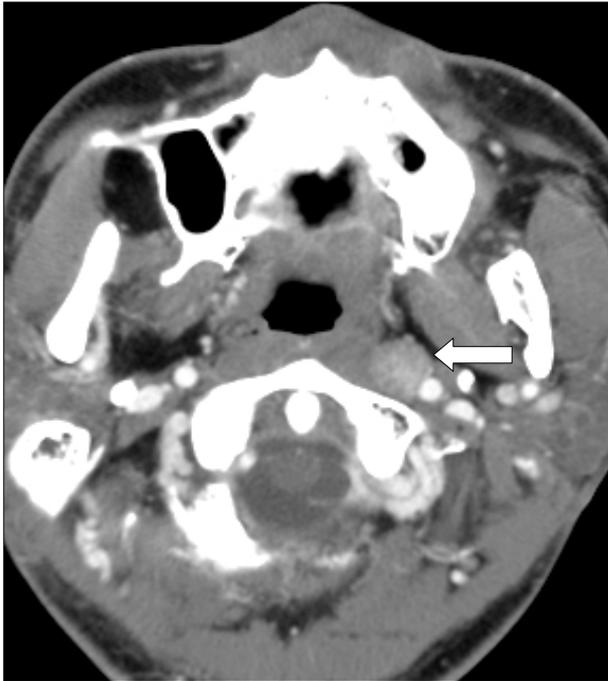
Post-operative CT of Case 2 at 35 months after the first treatment. Axial CT image shows 1×1.5 cm-sized left lateral retropharyngeal lymph node (arrow).
